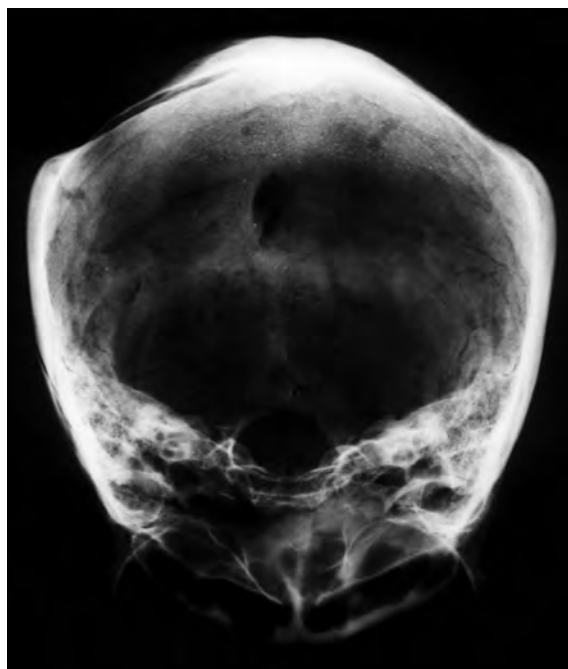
Radiografia anteroposterior del la figura precedent que mostra l'asimetria de les lesions.
